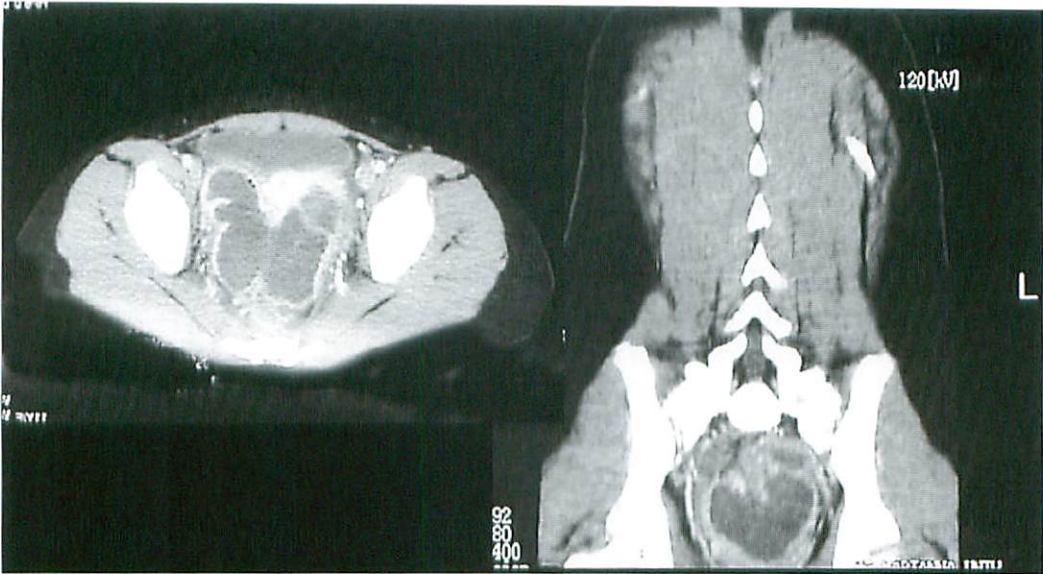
An 11-year old girl with a 10 day history of abdominal pain. The axial views of the CT identified the huge abscess in the lower abdomen. The coronal view also identified the abscess in the lower abdomen.
